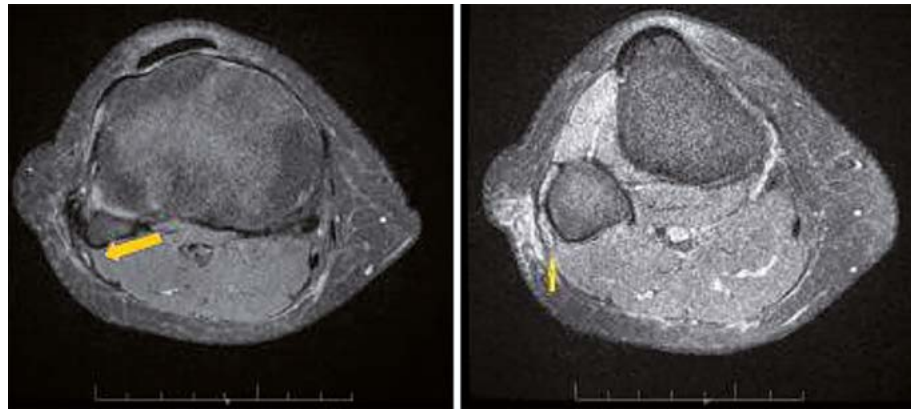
RM: Corte axial a la altura de la cabeza del peroné. La flecha amarilla corresponde al nervio ciático-poplíteo externo con leve hiperseñal por edema del tejido graso circundante. Se aprecia engrosamiento y alargamiento del nervio.
